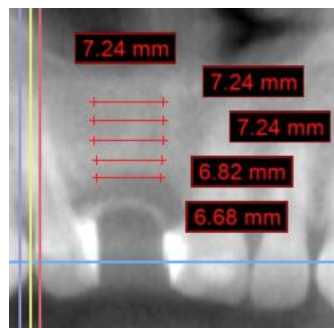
a. Trazos de medición vista frontal en tomografía.
